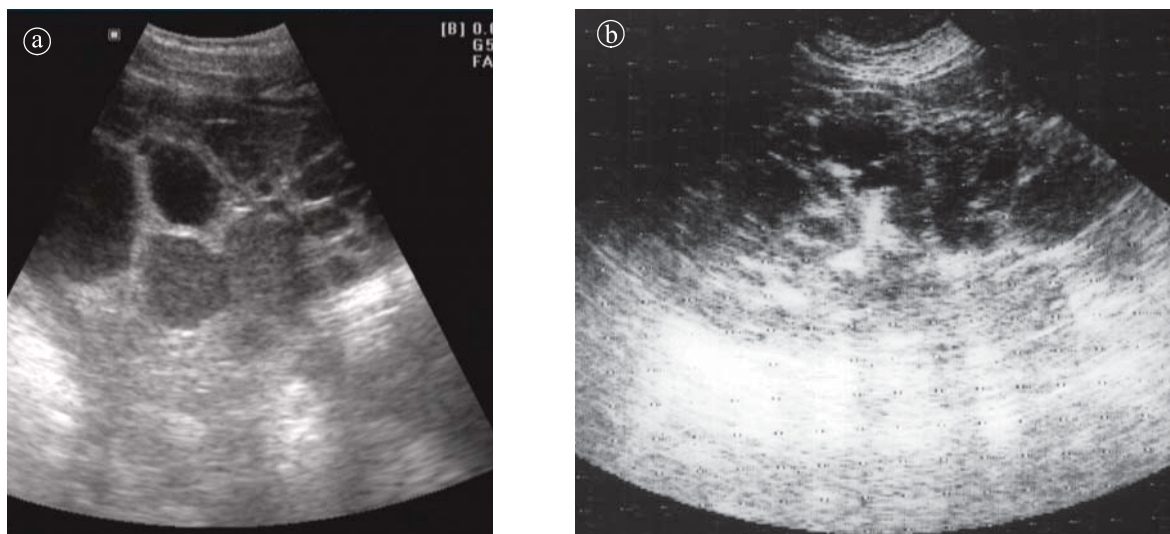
Rinichi polichistic de tip adult. a), b). Ecografie, secțiuni longitudinale.
